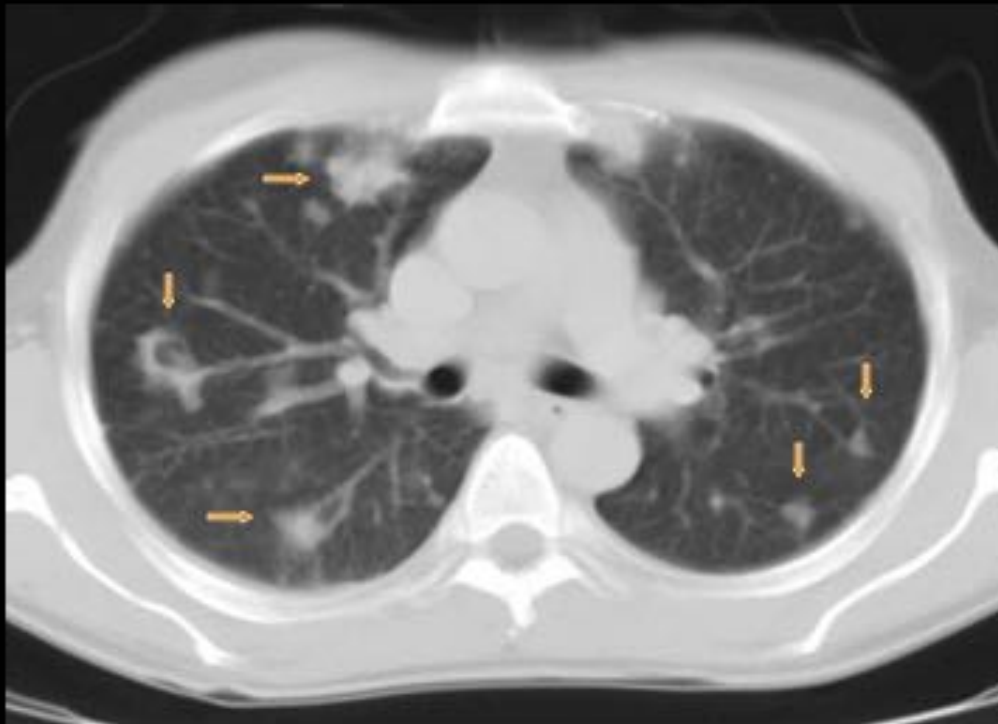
Corte axial TC Tórax. Embolia séptica. Las flechas señalan múltiples infiltrados bilaterales en diferentes estados de cavitación.
